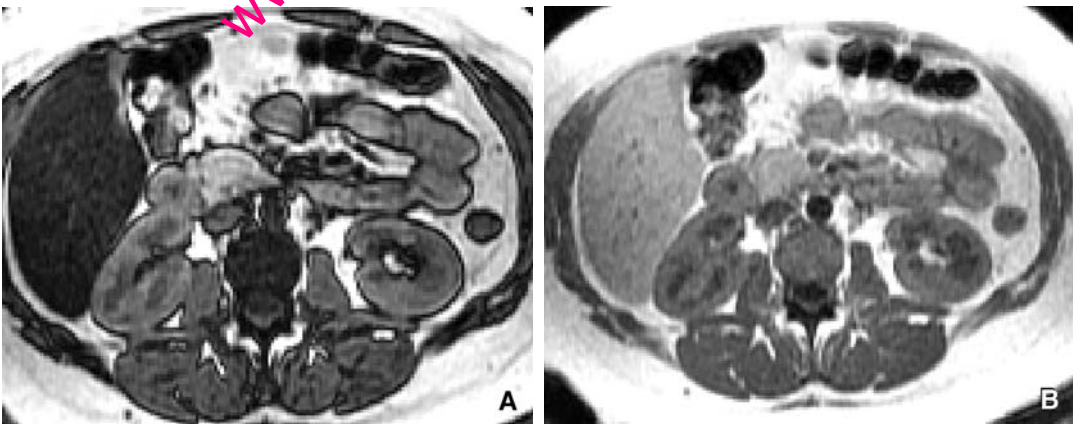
Variation du signal des tissus en IRM selon le temps d’écho sur des séquences en écho de gradient. En opposition de phase, le signal de la graisse et celui de l’eau s’opposent, amenant à une baisse du signal moyen dans un pixel qui contient un mélange d’eau et de graisse. En phase, les signaux s’additionnent.
